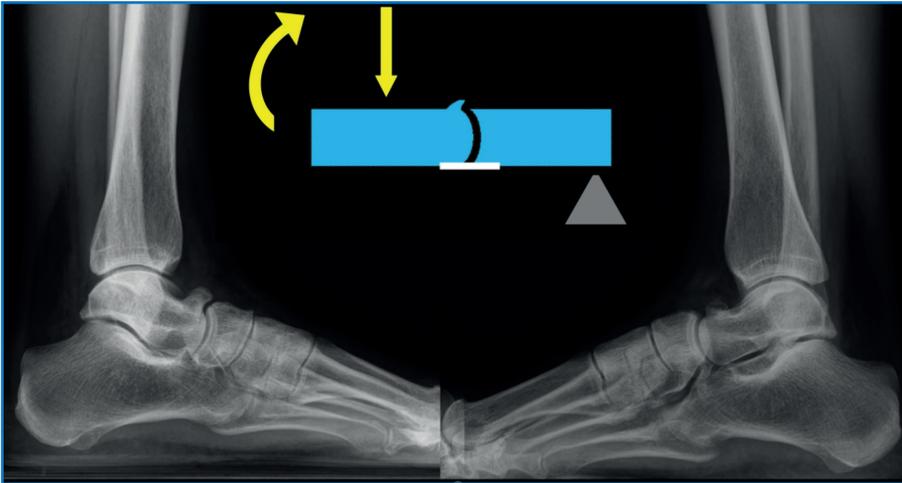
Radiografías en proyección lateral de unos pies en carga. Se aprecia una coalición calcaneocuboidea bilateral. La función hace la forma y la forma hace la función, por lo que se observa un osteofito dorsal talar (talar beak) con forma de articulación calcaneocuboidea. Esta disposición adaptativa permite a la articulación talonavicular funcionar también como una calcaneocuboidea.
